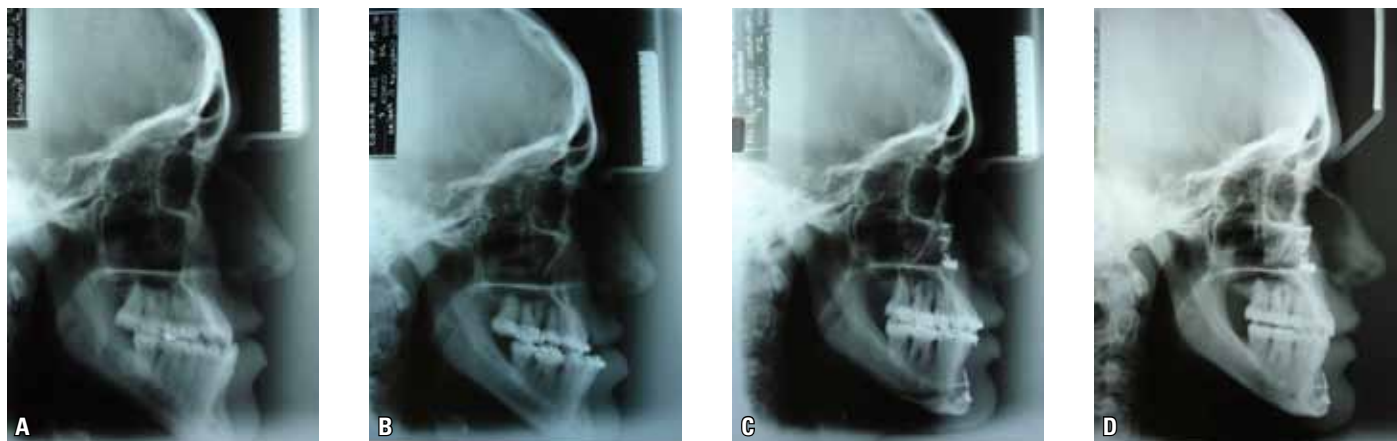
Telerradiografias de perfil: (A) inicial; (B) pré-cirúrgica; (C) pós-cirúrgica e (D) final.
